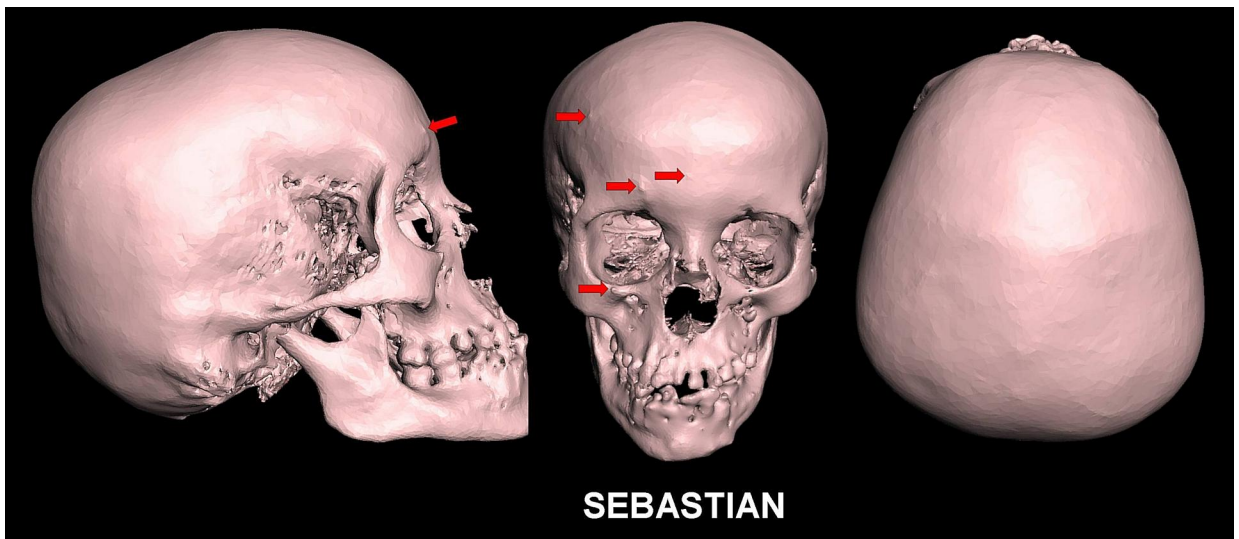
Tomografía computarizada en 3D que muestra vistas lateral derecha (izquierda), frontal (centro) y superior del cráneo (derecha). Las suturas craneales estaban fusionadas. No se observaron suturas craneales distintivas en su superficie. El cráneo no estaba alargado. Los huesos faciales eran pequeños con superficies anteriores cóncavas. Las órbitas estaban agrandadas. La mandíbula superior prominente mostraba asimetría. Se observaron nódulos óseos diminutos en la frente y en el hueso facial derecho (flechas rojas).
